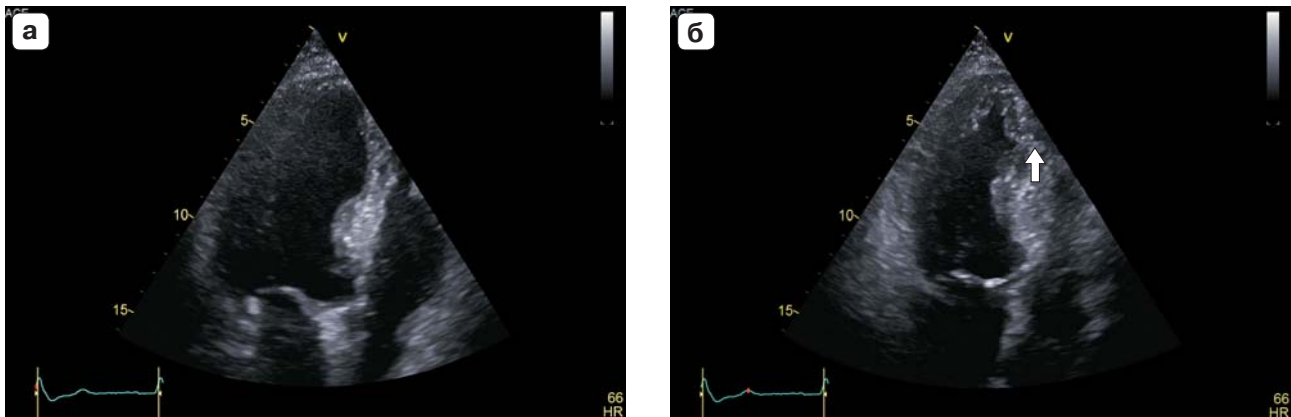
Двумерная эхокардиография из верхушечного доступа в позиции на 4 камеры. а – диастола. б – систола. Адекватно оценить систолическое утолщение не удается (показано стрелкой).
